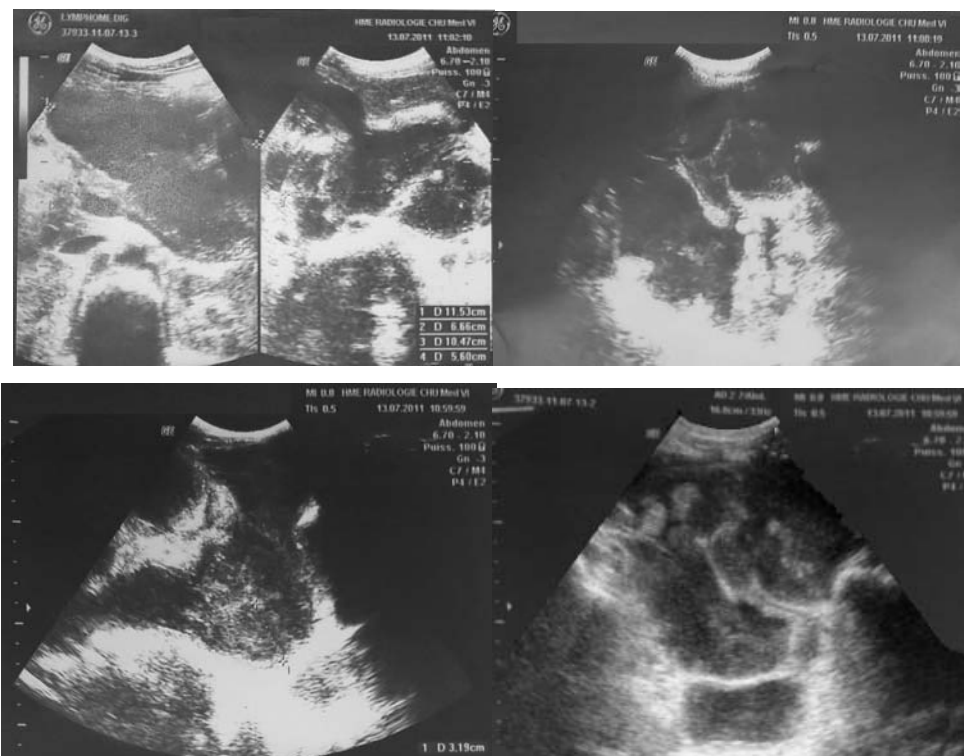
Images échographiques montrant une masse surrénalienne droite, associée à une agglutination et à un épaissement des anses intestinales ainsi qu'à un épanchement liquidien de moyenne abondance en rapport avec un lymphome.
